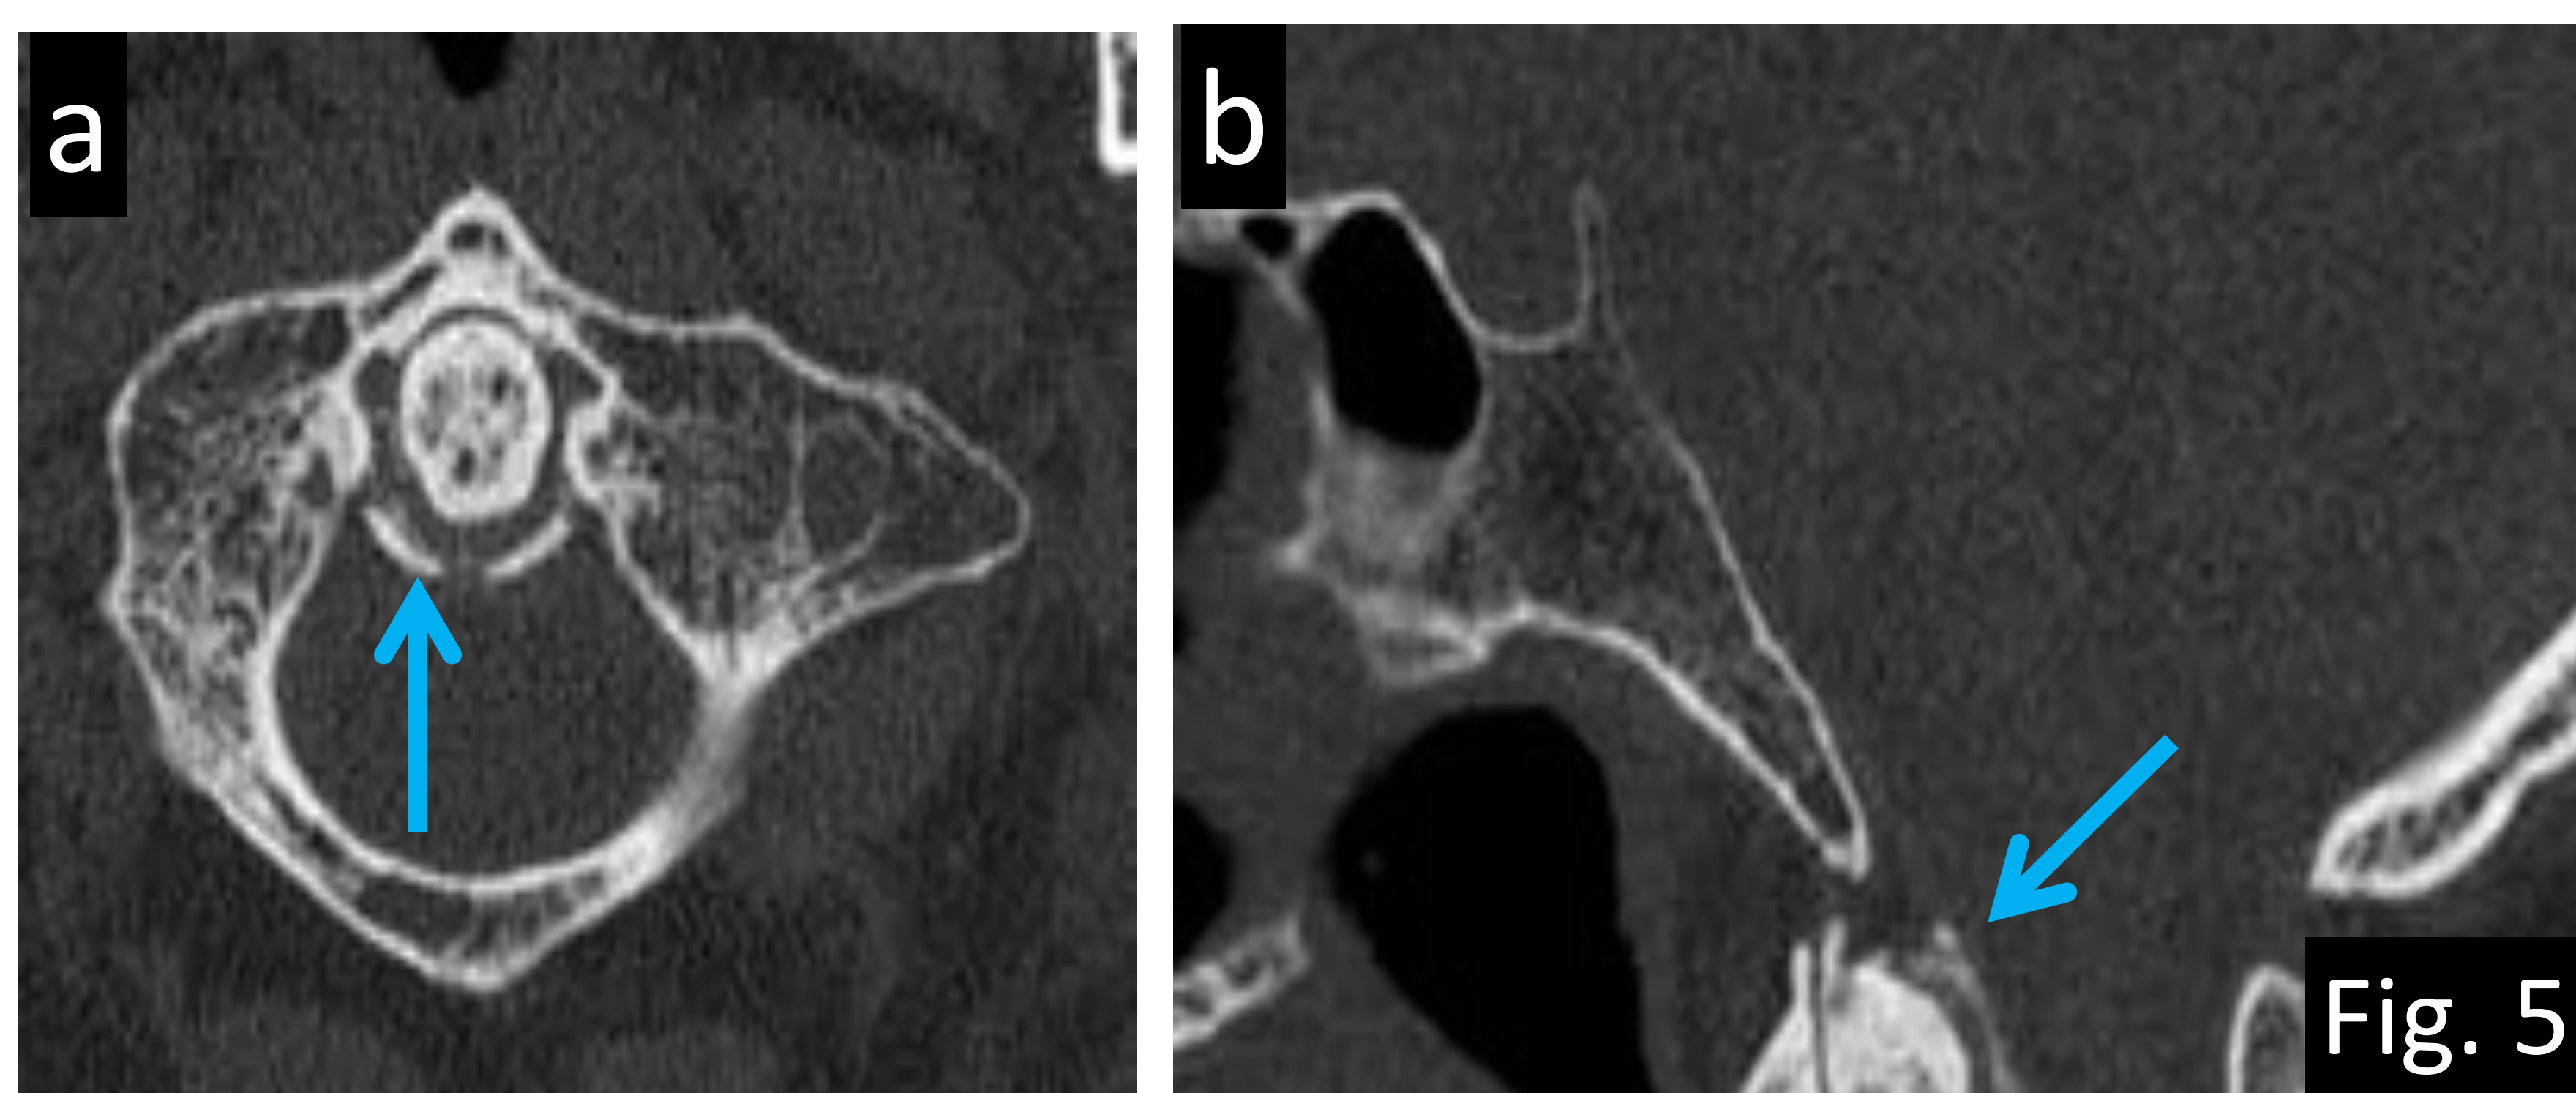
a) TC axial y b) TC sagital con ventana hueso donde se observa calcificación del ligamento transversal del atlas (flecha azul).
